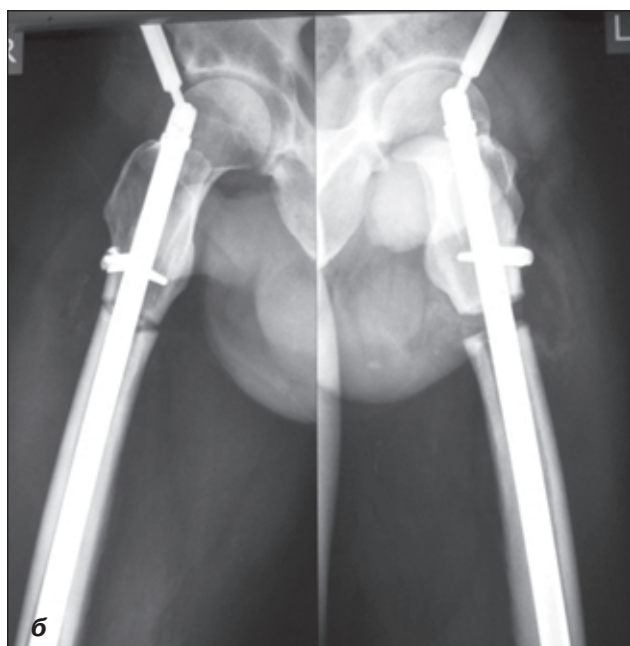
Рентгенограмма больного О., 47 лет, в прямой (а) и боковой (б) проекциях, начало дистракции
